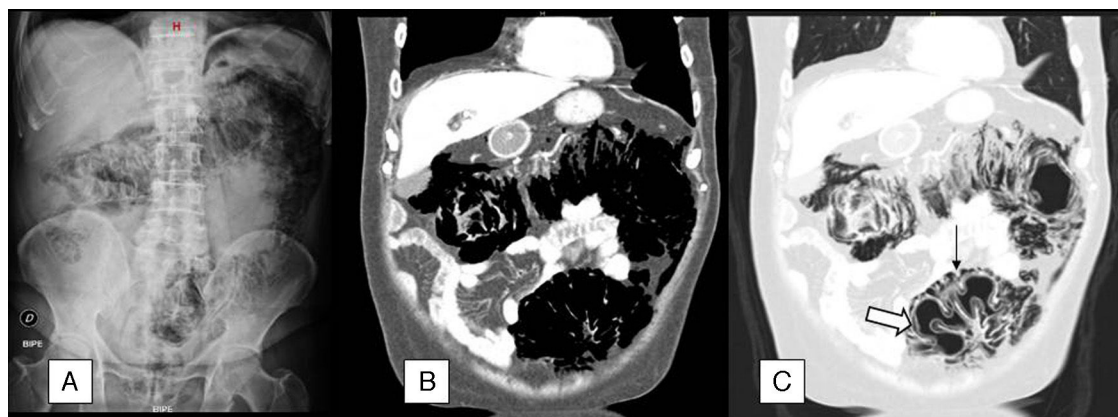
A) Radiografía de abdomen en bipedestación, en el que se objetiva densidad gas extraluminal rodeando la totalidad del marco cólico, así como una discreta cantidad de neumoperitoneo subfrénico. B) Reconstrucción coronal de TC abdominal con contraste ev. Se confirma la existencia de extensas áreas de densidad gas rodeando los diferentes segmentos colónicos. C) La ventana de pulmón nos permite determinar con mayor exactitud la localización del gas, que está tanto en el seno de la pared colónica ($\Rightarrow$), como por fuera de ella ($\rightarrow$).
